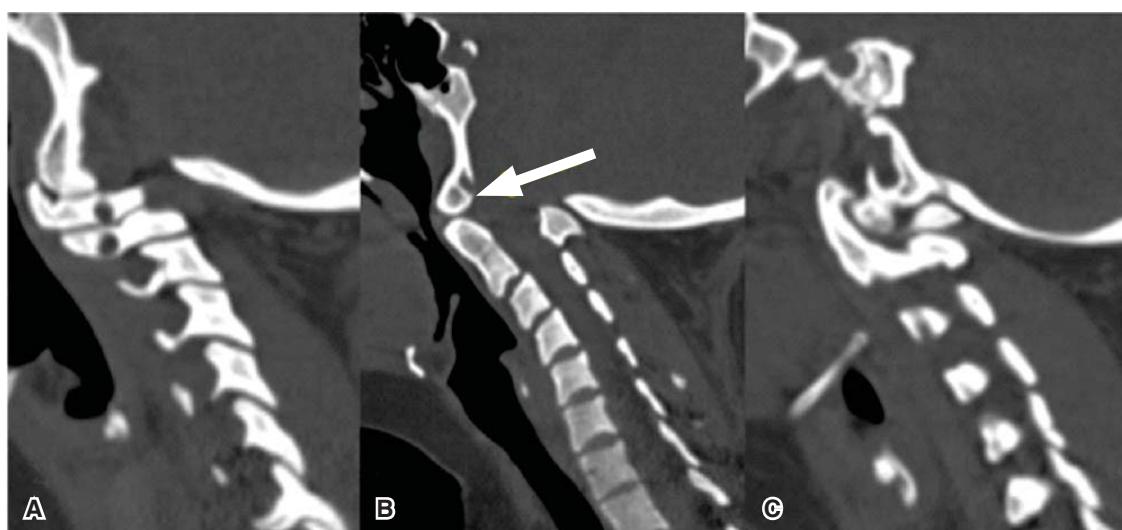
Tomografía computada con ventana para hueso en plano sagital. A, plano parasagital derecho donde se observa masa lateral derecha del atlas libre. B, plano sagital central donde se observa anterolistesis grado I de C2 sobre C3, subluxación anterior de la apófisis odontoides, se identifica también formación ósea redondeada adyacente a la posición central del agujero magno (flecha) que corresponde al cóndilo tertius. C, plano parasagital izquierdo donde se observa fusión parcial de la masa lateral izquierda al cuerpo del axis.
